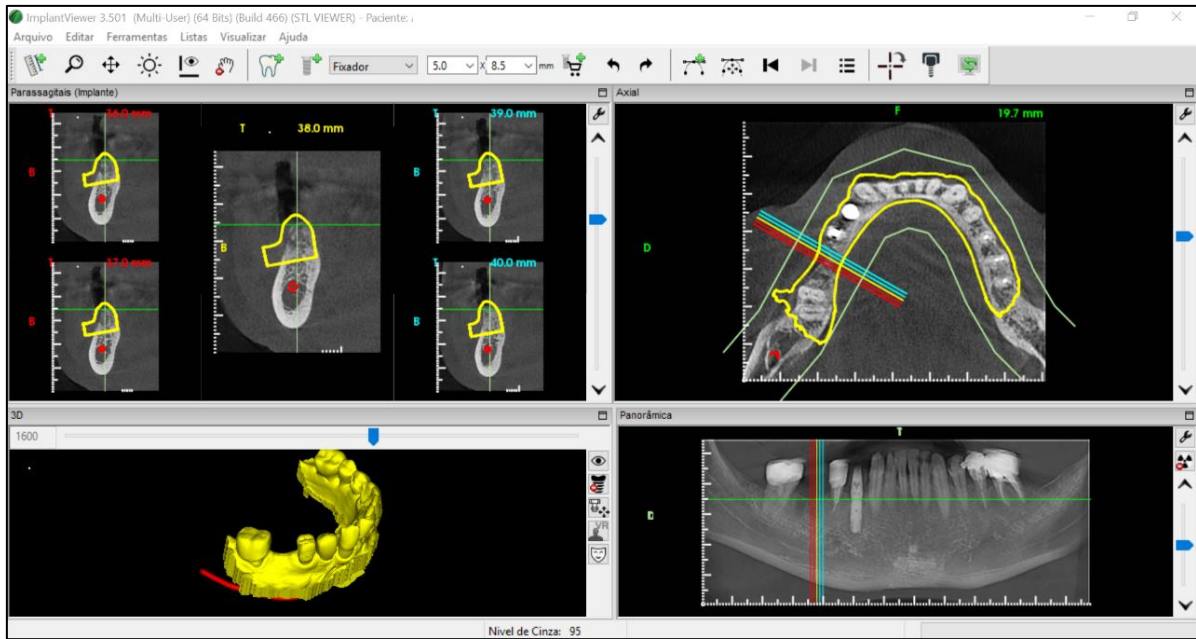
Software ImplantViewer 3.5. Integração dos arquivos no formato DICOM da tomografia computadorizada e formato STL do escaneamento intraoral.
